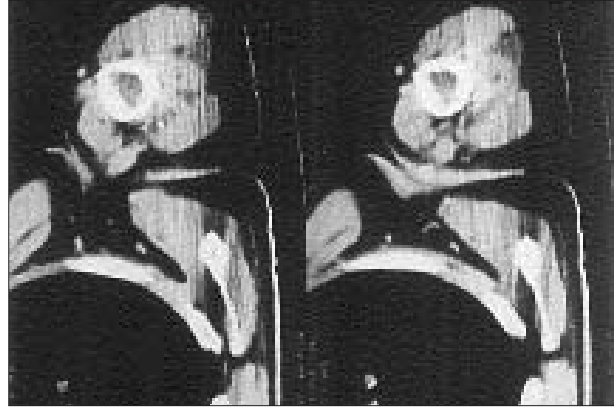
Sol omuz eklemi ve humerusun bilgisayarlı tomografisinde görülen kemik tutulumu.
